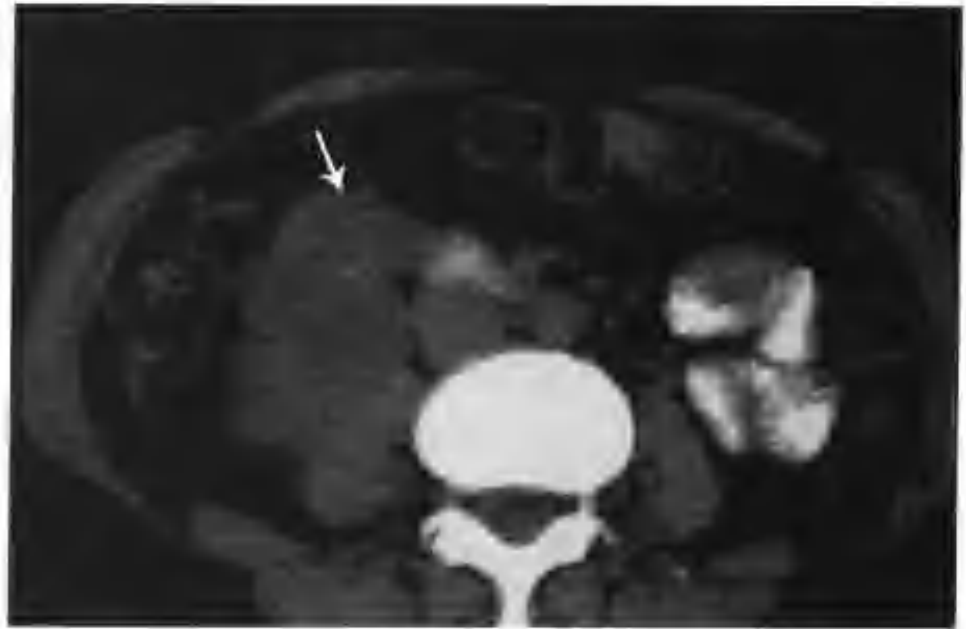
与图 3-5-15 为同一病例，CT 平扫不同层面见病灶（箭头）内点状钙化
